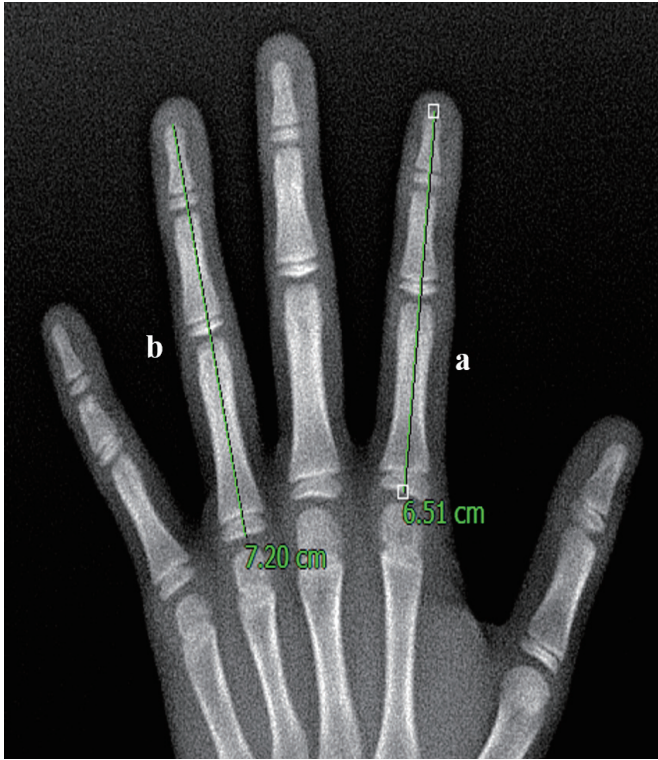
X-ray of unused hand (a: length of 2D, b: length of 4D).
